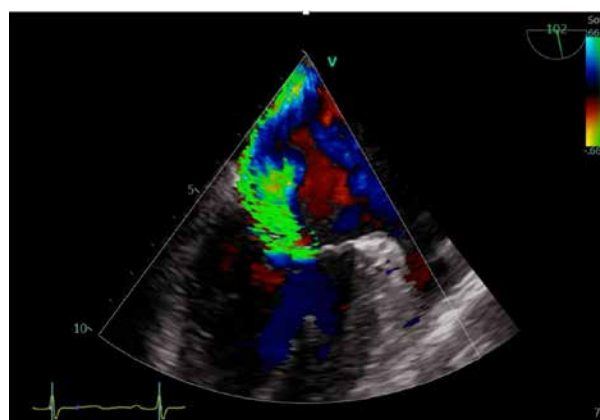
TEE secțiune mid esofagian 100° ax lung, Doppler color – Insuficiență mitrală severă secundară
